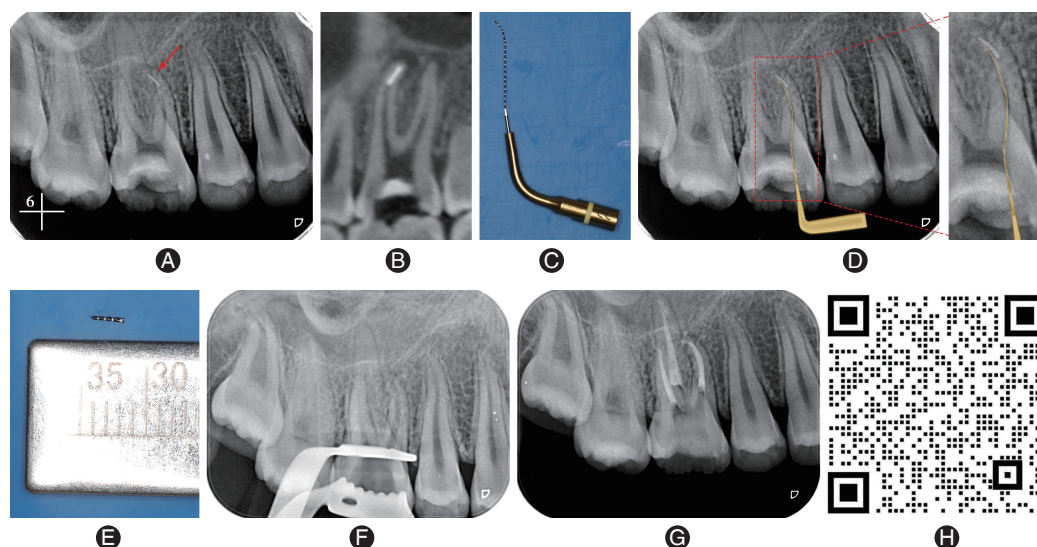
超声法取右上第一磨牙近颊根管根尖段分离器械 A:根尖片显示16近颊根管根尖段重度弯曲,弯曲下段高密度影(红色箭头示);B:锥形束CT(CBCT)分析分离器械的长度、根管形态、分离器械与根管三维方向的位置关系;C:沿根管弯曲方向预弯15#超声K锉;D:使用预弯超声锉在分离器械的弯曲内侧去除牙本质,松解分离器械并取出;E:取出的分离器械,长度约3 mm,蓝色镍钛材料;F:取出分离器械后根尖片显示根管内无残留;G:根充完成后根尖片;H:超声法取右上第一磨牙近颊根尖段分离器械操作视频(扫码观看)。
